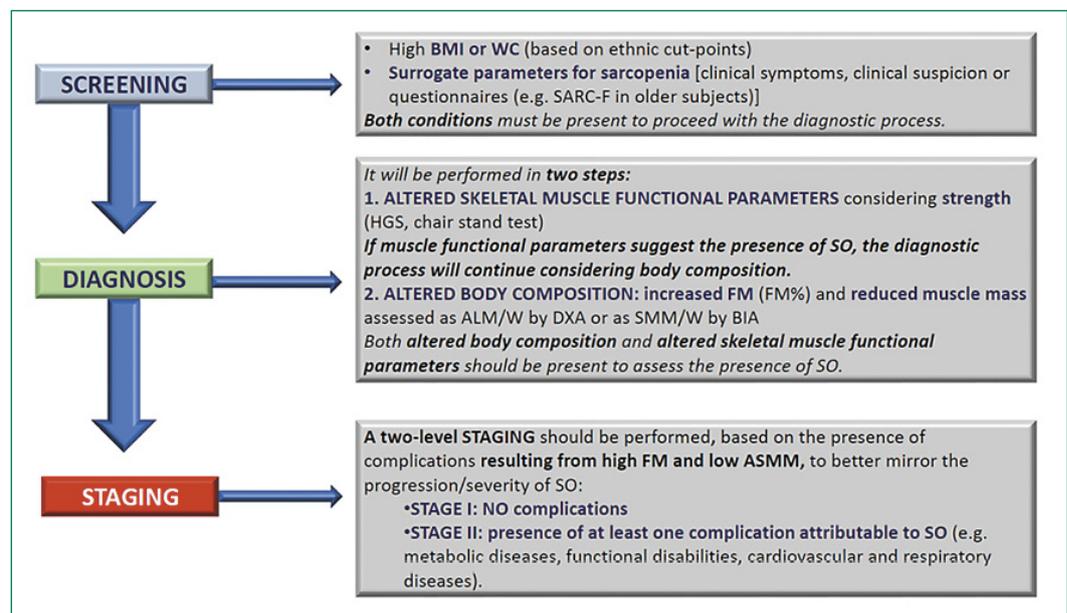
Diagnoseverfahren zur Beurteilung der sarkopenischen Adipositas [8]. (ALM/W = an das Körpergewicht angepasste appendikuläre Muskelmasse; ASMM = absolute Skelettmuskelmasse; BIA = bioelektrische Impedanzanalyse; BMI = Body-Mass-Index; DXA = duale Röntgenabsorptiometrie; FM = Fettmasse; HGS = Handgriffstärke; SMM/W = gesamte Skelettmuskelmasse angepasst an das Gewicht; SO = sarkopenische Fettleibigkeit; WC = Taillenumfang; SARC-F [9] = Screening-Fragebogen für Sarkopenie)
